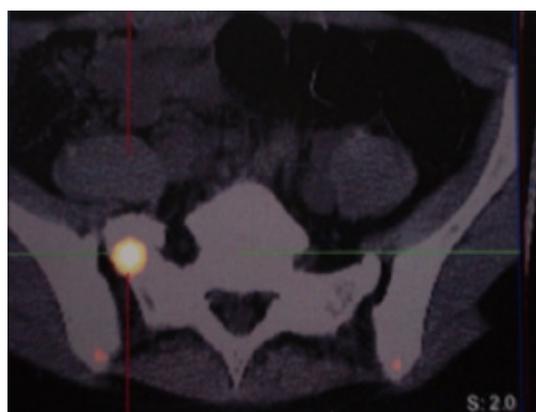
Couplage TDM Scintigraphie Hyperfixation de la zone de synchondrose
